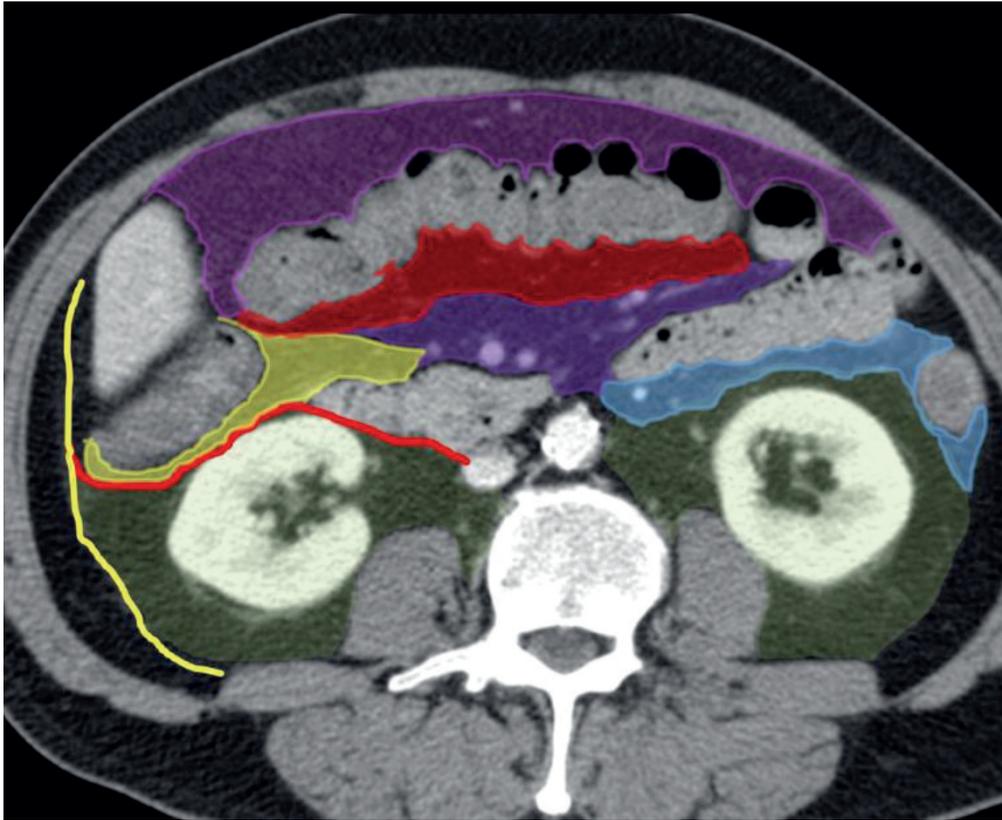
КТ с рентгеноконтрастированием. Брыжейка тонкой кишки (фиолетовая область), поперечная ободочная кишка (красная область), правая мезоколон (желтая область) и левая мезоколонка (синяя область). Фасция Тольдта (красная линия), правая боковая брюшная складка (желтая линия), забрюшинное пространство (оранжевая область) и большой сальник (розовая область) [13].
